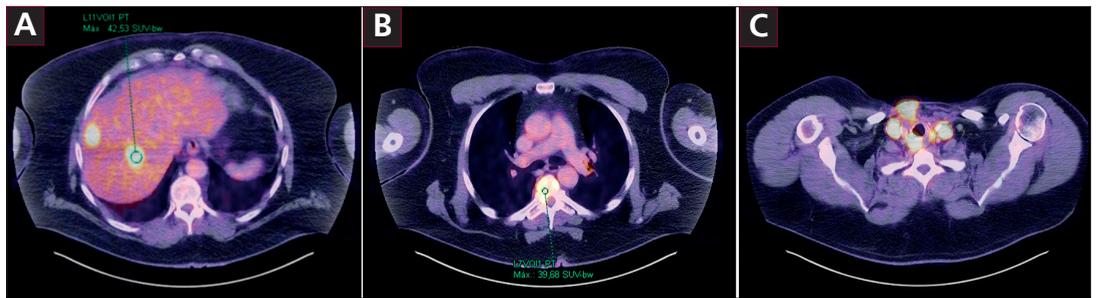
Tomografía por emisión de positrones - Tomografía computarizada (PET-TC) basal.
